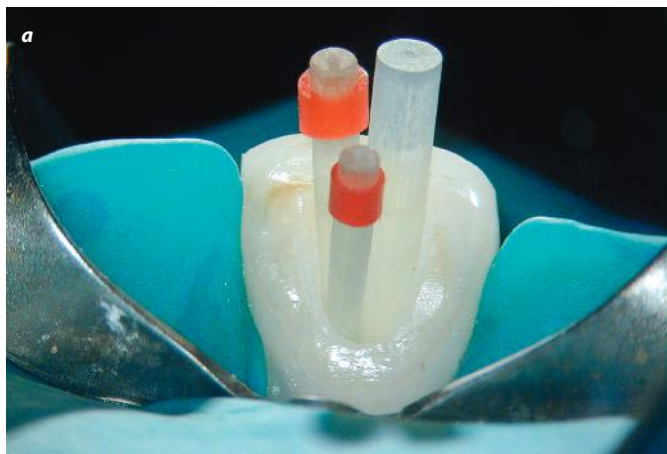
Het gebruik van indirecte ultrasonische activatie zorgt voor een compacte MTA-barrière.
